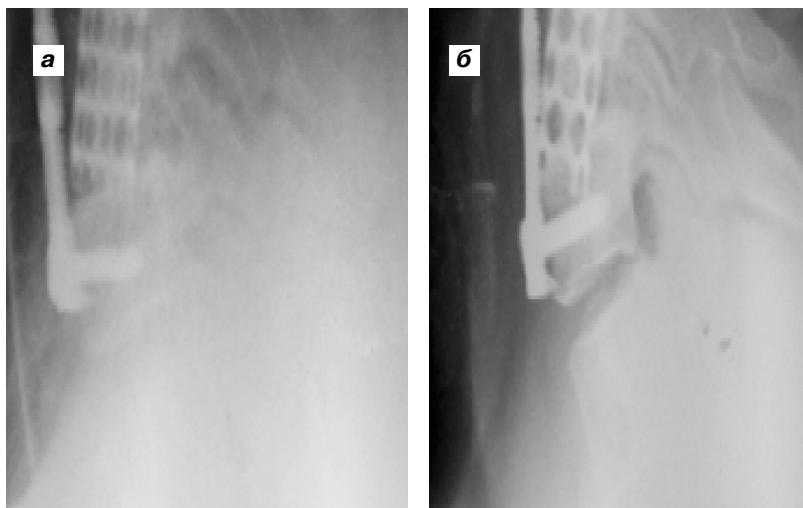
Фотоотпечатки рентгенограмм, які демонструють пролабирання вертикального циліндрического сітчастого імплантата в тіло каудального позонка: а) інтраоператоричне положення; б) через 2 місяця після операції.
